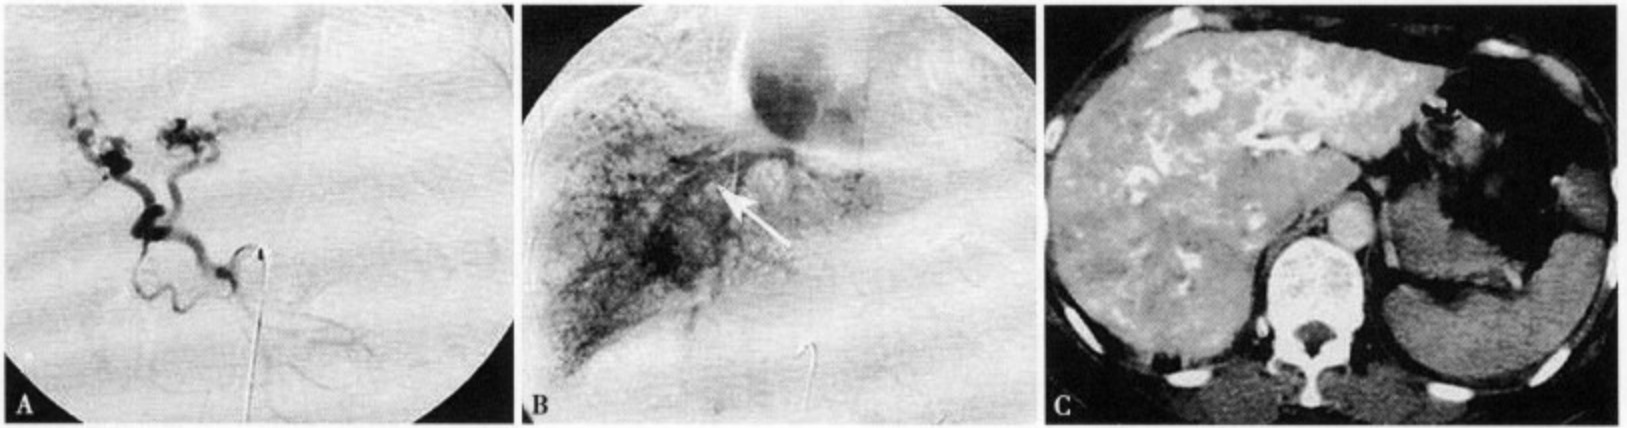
DSA (A) 显示肝动脉起至肠系膜上动脉, 血流量增多, 肝动脉扩张增粗; DSA (B) 肝实质内显示多发性不规则形小染色灶, 血管结构变乱, 并可见静脉早期显影 (↑), 提示存在肝动脉-肝静脉短路; 增强 CT (C) 肝内显示多发性大小不等, 形态不一的强化病灶, 并可见多个肝内血管短路的肝静脉血管影
